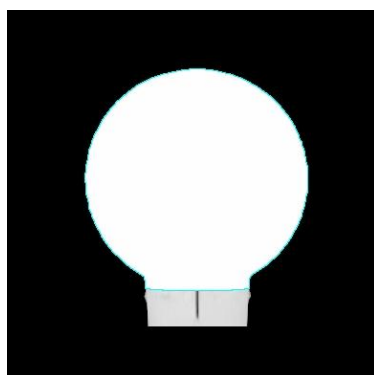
Projeção do corte coronal da imagem de CT do fantoma, com homogeneização do valor de HUs.
